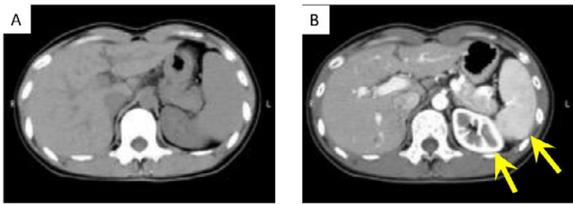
(A)は単純(造影剤を使用しない)CT。(B)は造影CT 造影剤注入開始から35秒後に撮影したCT 造影剤を投与することで、動脈や動脈血流の多い臓器(腎臓や脾臓)の吸収値が上昇し白く鮮明に描写されるようになっています。
